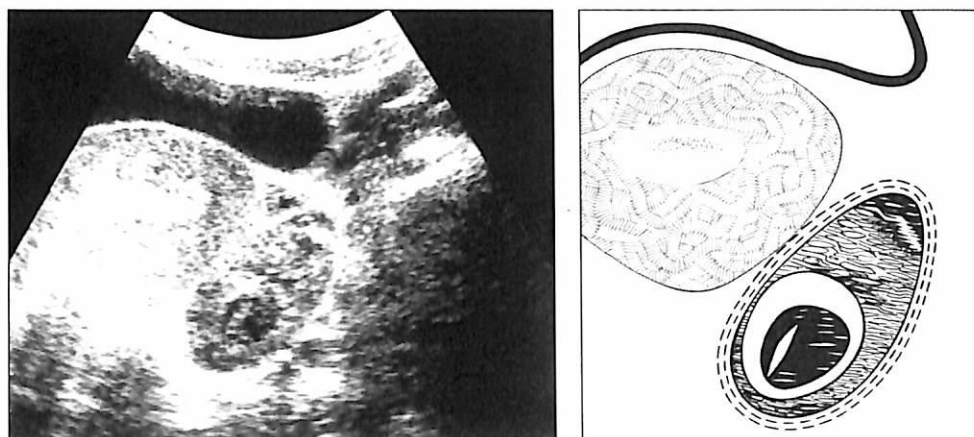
Трансабдоминальное УЗИ при бессимптомно протекающей нарушенной трубной беременности (гестационный срок ≈ 5 НБ).
